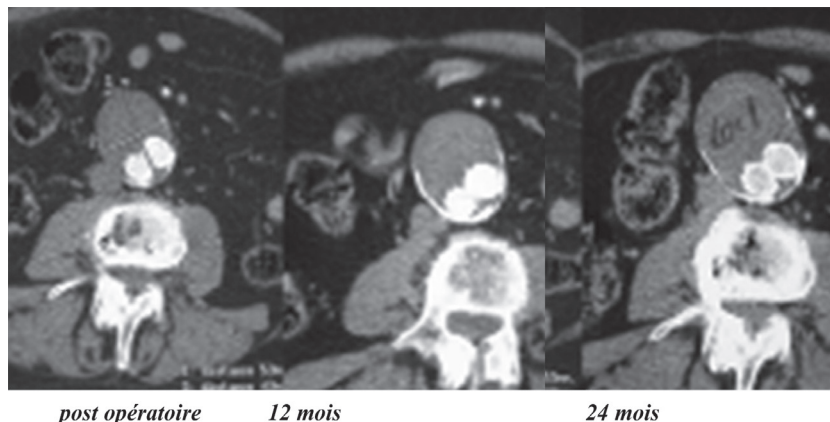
Évolution du diamètre maximal transverse lors d'un suivi en TDM avec injection.
